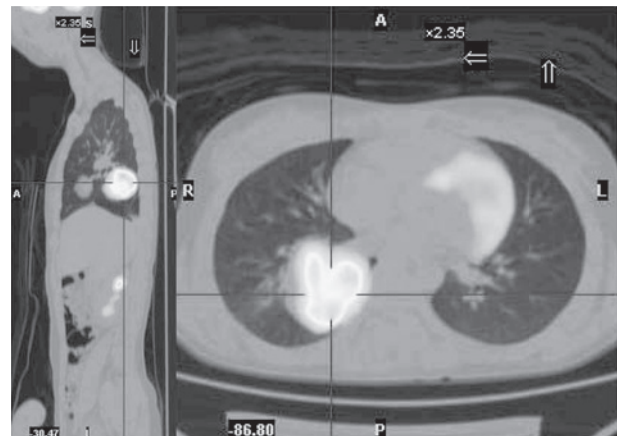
FDG-PET image showing marked accumulation in the tumor (SUV max = 11.5).
